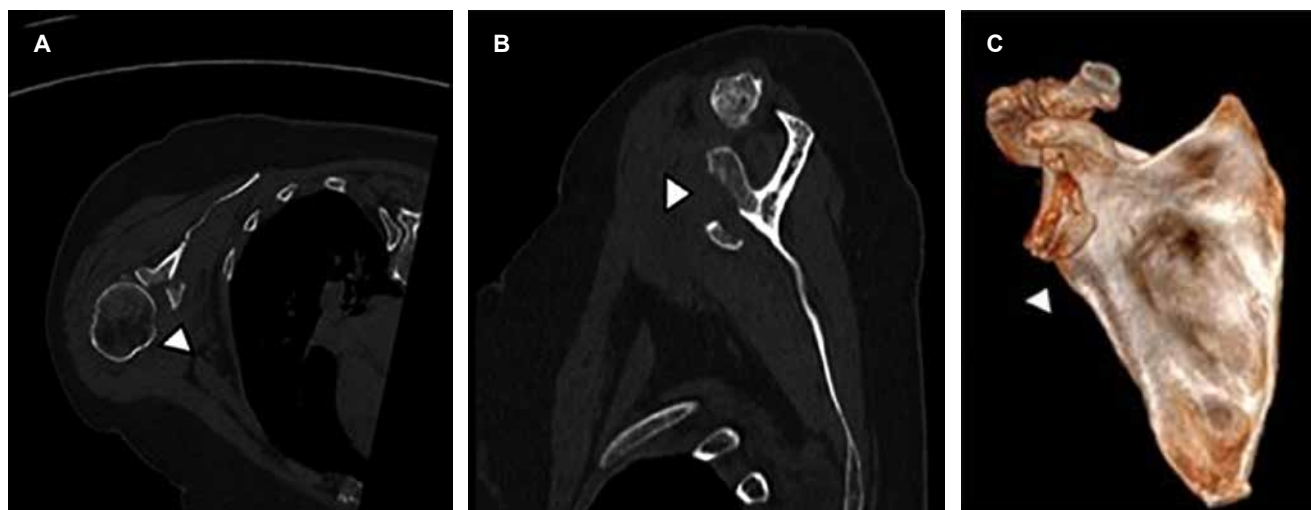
Tomografía computarizada de hombro derecho. A) Corte axial en el que se observa trazo de fractura completo oblicuo a través de la cavidad glenoidea (punta de flecha). B) Reconstrucción sagital donde se evidencia desplazamiento medial e inferior (punta de flecha). C) Reconstrucción en 3D donde se ubica fractura en relación con el resto de las estructuras de la escápula (punta de flecha).
